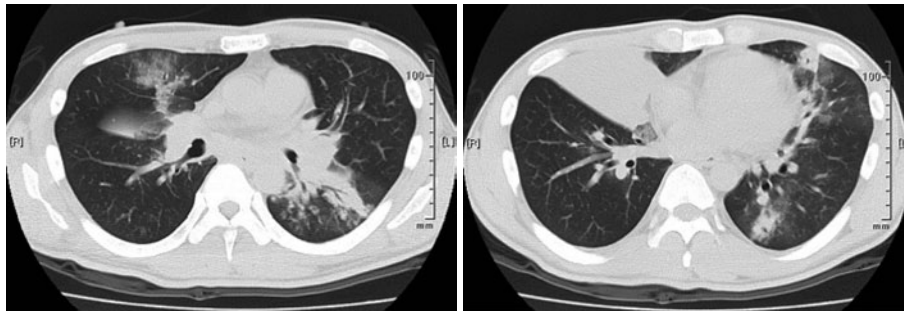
The chest CT images 2.5 months after the diagnosis show atelectasis of the right middle lobe and bilateral infiltrative shadows.
